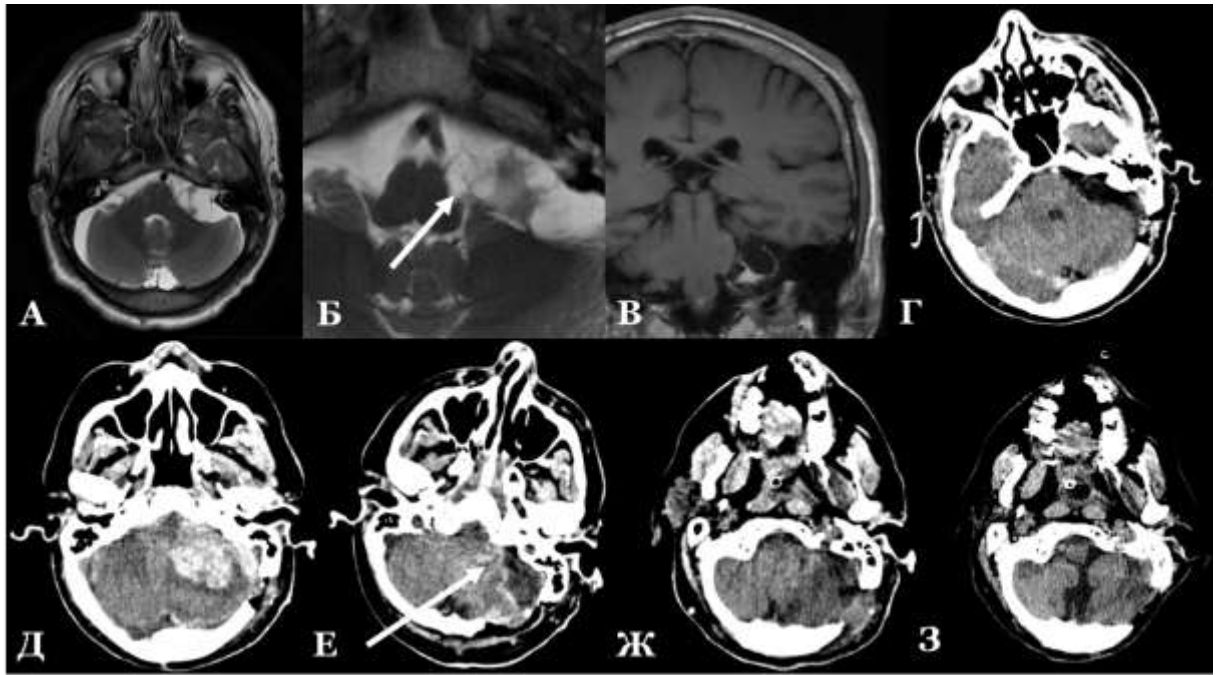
Клинический пример первично-геморрагического паренхиматозного ВЧК, возникшего на фоне отрыва мостковых вен от боковой поверхности варолиева моста после радикального удаления кистозной вестибулярной шванномы (III ст. по Коос, Т3а по М. Samii, IV тип по М.М. Тастанбекову), муж., 41г. (З-ин Н.А., и/б № 109734/2018). А – предоперационное МРТ головного мозга, режим T2-Propeller, аксиальный срез. Кистозная вестибулярная шваннома левого мосто-мозжечкового угла. Б – увеличенный фрагмент предоперационного МРТ головного мозга, режим T2-Propeller, аксиальный срез. Стрелкой указано место адгезии опухоли к боковой поверхности моста. В – предоперационное МРТ головного мозга, режим T1-Flair, коронарный срез. Г – послеоперационное раннее КТ головного мозга, 6 часов после операции, аксиальный срез. Область мосто-мозжечкового угла и операционное ложе заполнены жидкостным содержимым ликворной плотности. Д – КТ головного мозга, 1-е сутки после операции, аксиальный срез. В ложе удаленной опухоли определяется массивное паренхиматозное ВЧК, располагающееся как в субарахноидально-субдуральном пространстве, так и в ткани паренхимы полушария и ножки мозжечка, боковой поверхности ствола. Е – КТ головного мозга, 1-е сутки после ревизионной операции, аксиальный срез. Стрелкой указано предполагаемое место формирования кровоизлияния, геморрагический компонент хирургом не удалялся в данной зоне ввиду ее исключительной функциональной значимости. Ж, З – КТ головного мозга, 9-е и 40-е сутки после ревизионной операции, аксиальные срезы. Резорбция гематомы с формированием атрофических изменений структур ЗЧЯ
